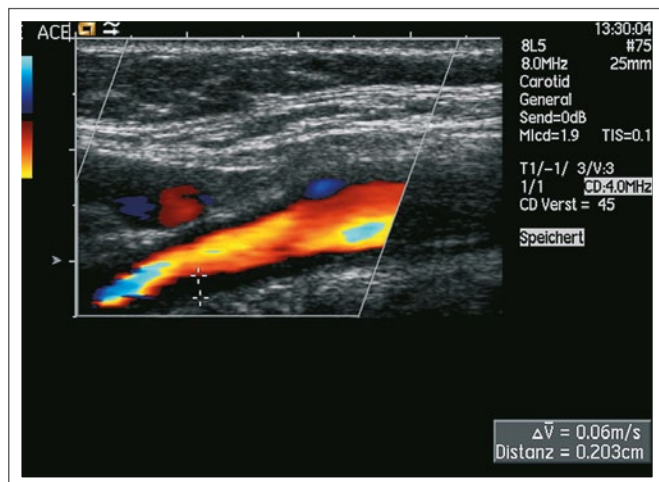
Farbkodierte Duplexsonographie der rechten A. carotis externa bei akuter, unbehandelter RZA. Deutlich findet sich eine homogene, echoarme Verdickung der Intima-Media (2 mm).
